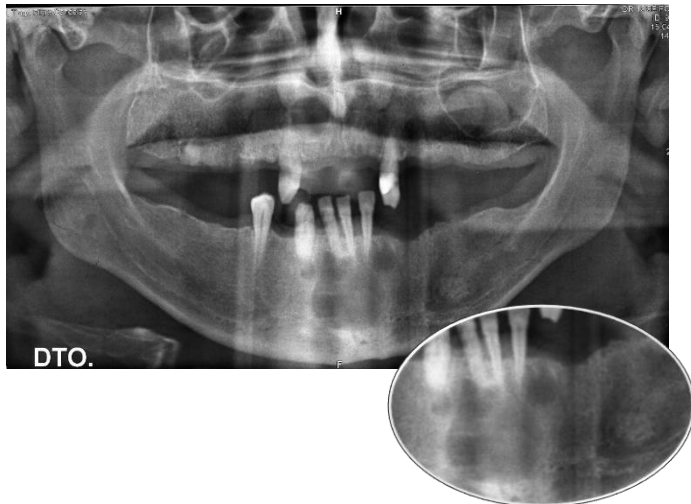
Ortopantomografia de displasia cemento-óssea.
